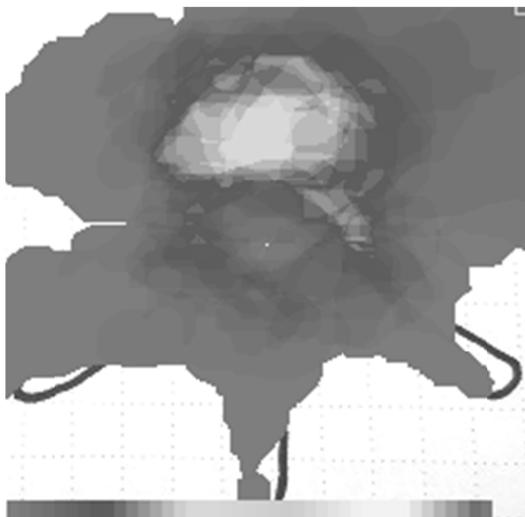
膀胱直腸障害を伴わないがん脊椎転移患者のMRI axial 像における転移がんの位置
